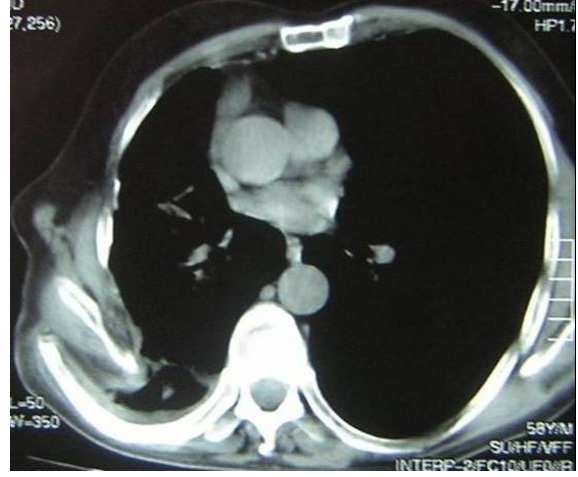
Preoperatif Toraks BT: Göğüs duvarı invazyonu yapan sağ üst lop tümör.
